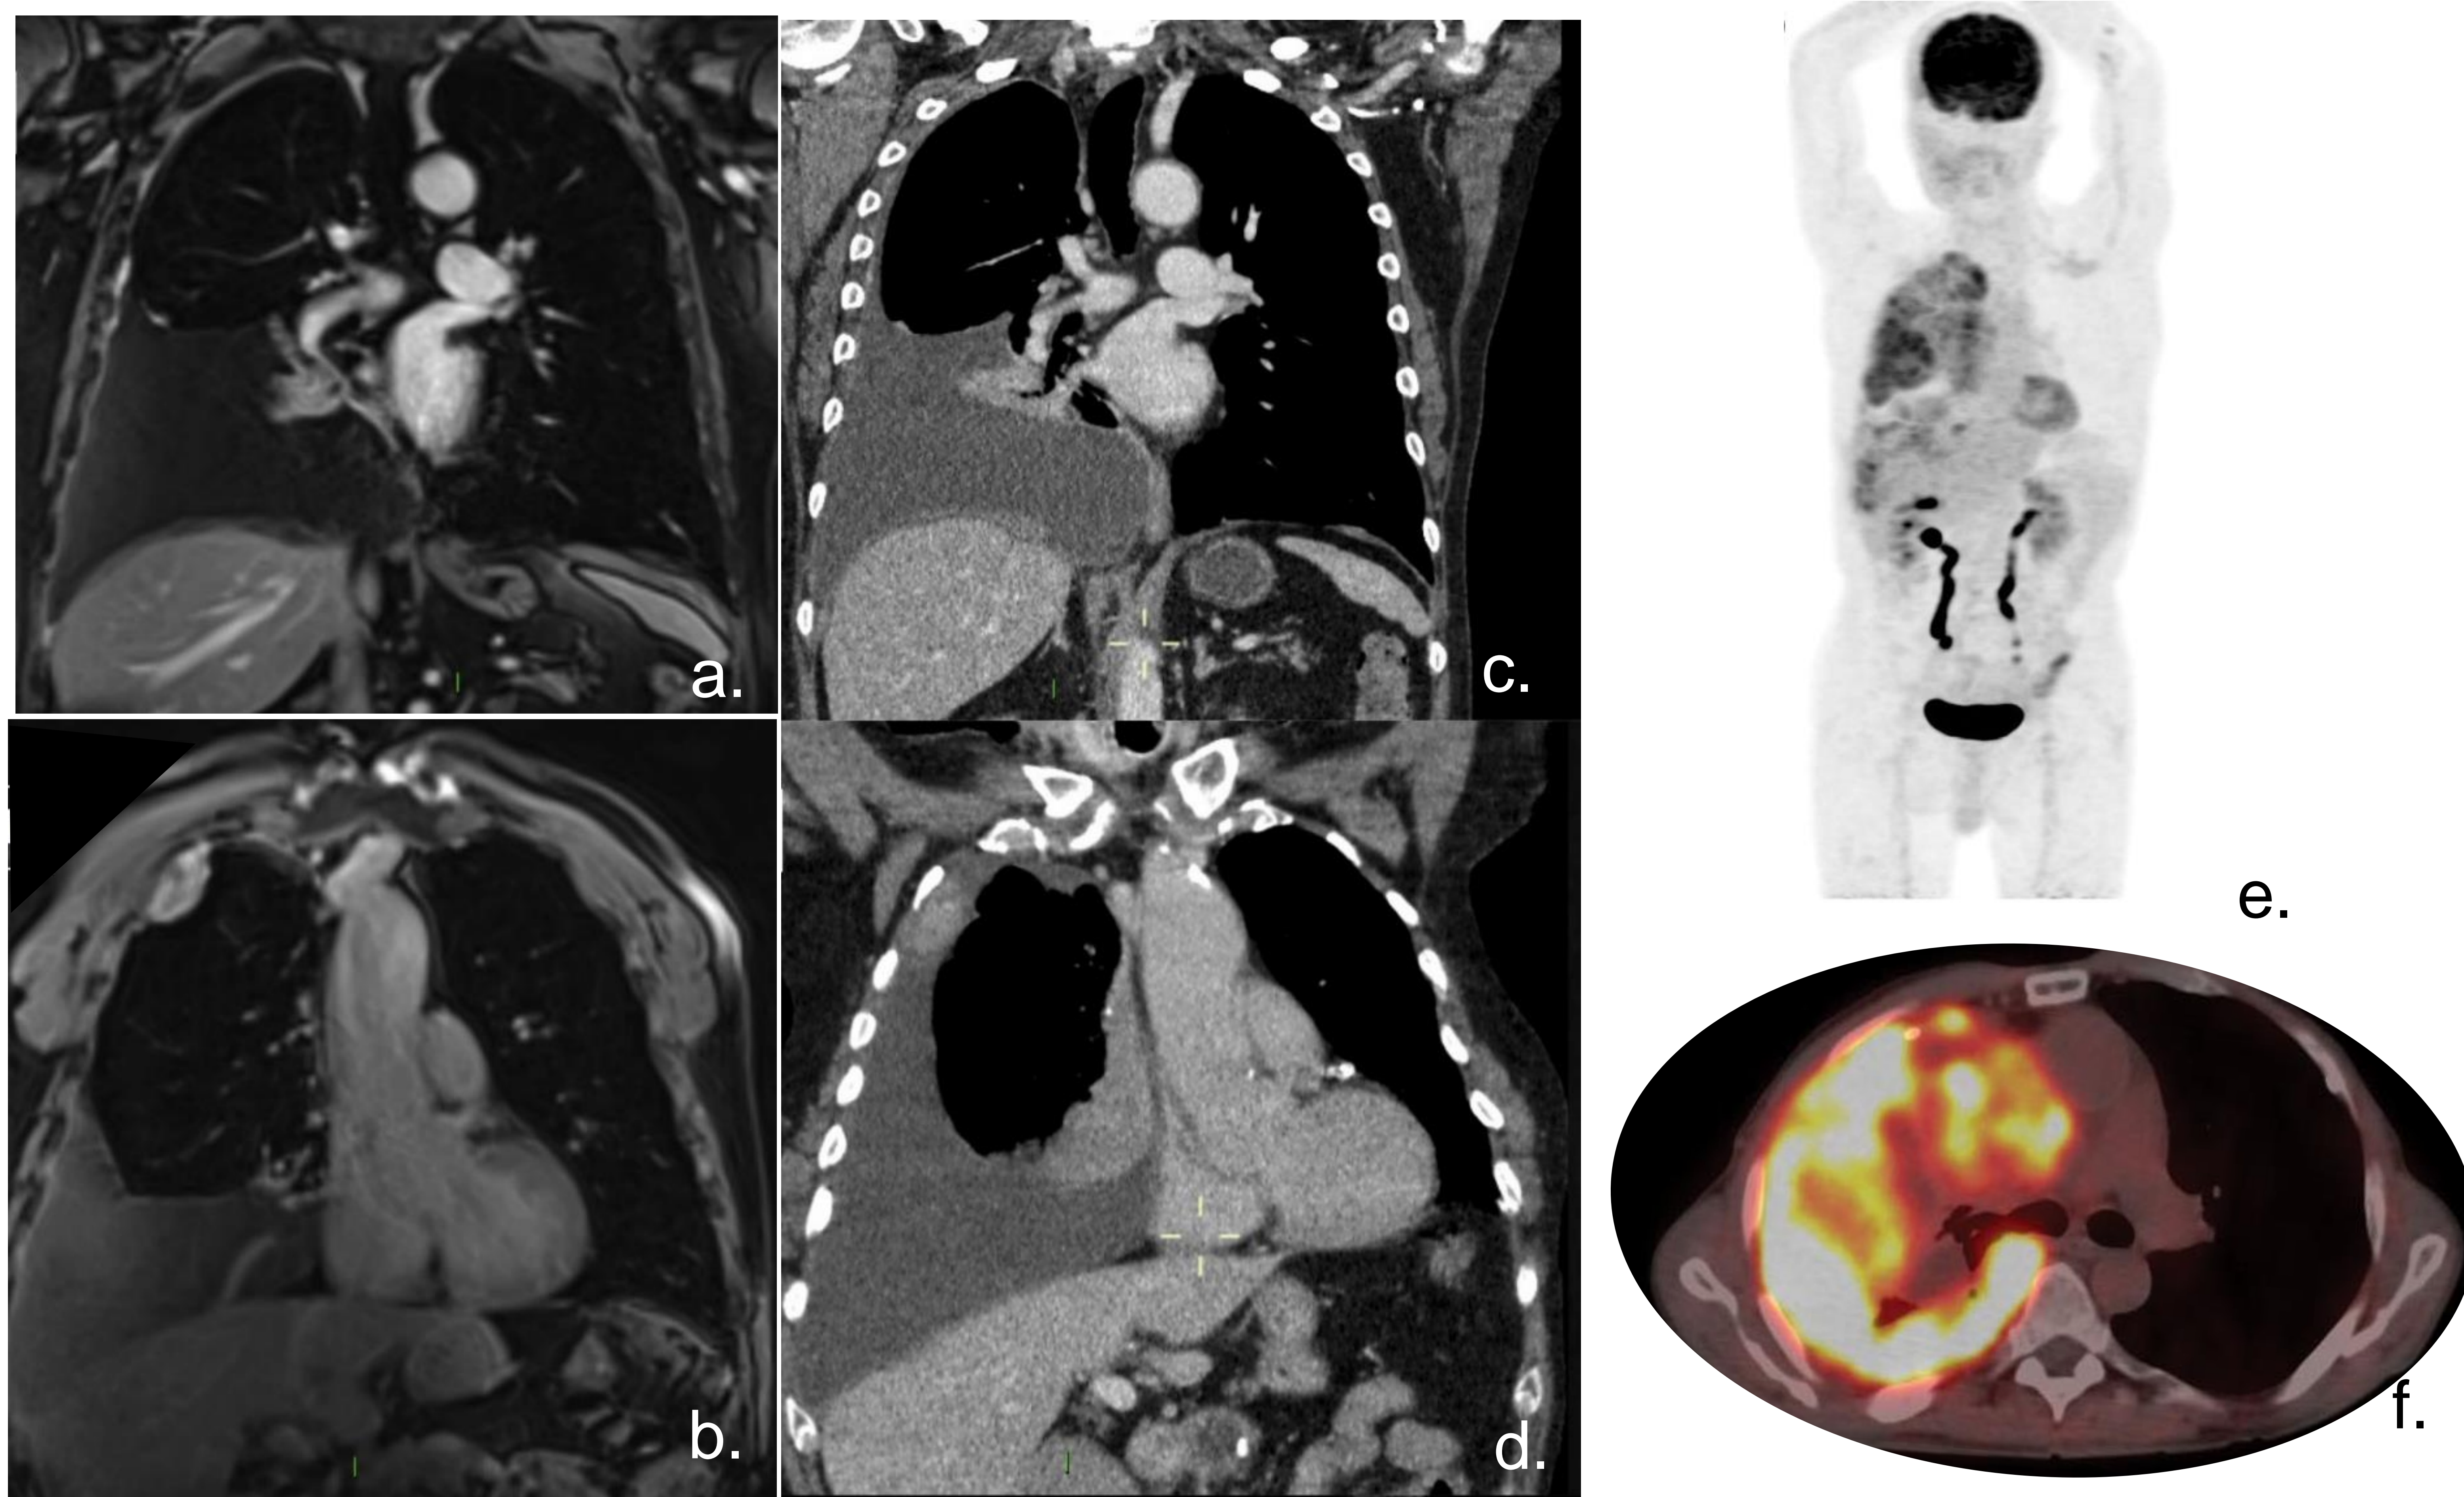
Paciente de 64 años diagnosticado con mesotelioma pleural maligno. CRM (a,b) y TC de tórax con civ (c,d) muestra engrosamiento pleural nodular con por afectación circunferencial completa.; Captación de FDG (SUVmax: 9,1) en áreas de engrosamiento pleural en el hemitórax derecho (e,f)
